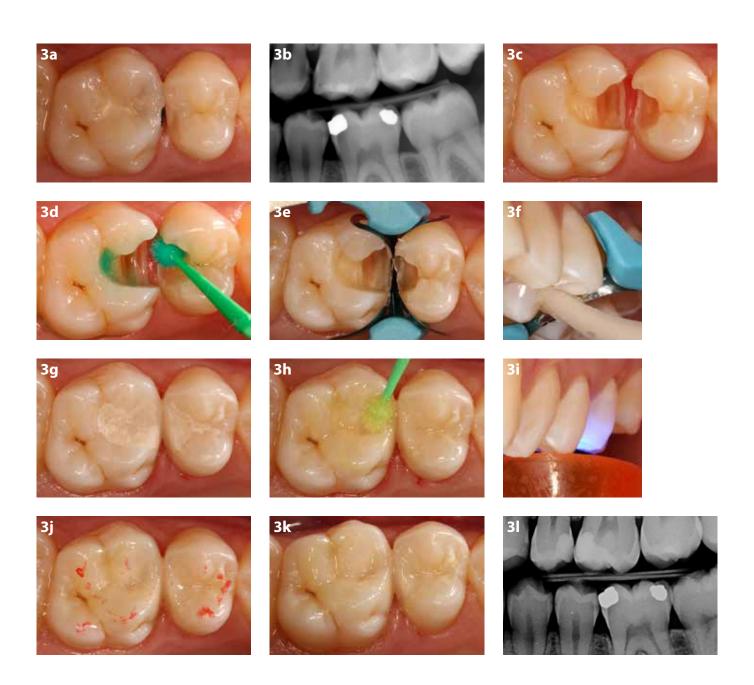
Behandlung des Zusammentreffens von proximalen kariösen Läsionen mit EQUIA Forte HT. a. Es ist eine klinische Ansicht von zwei benachbarten proximalen kariösen Läsionen mit Kavitation in einem oberen linken ersten Molaren und einem zweiten Prämolaren gezeigt. b. Bissflügel-Röntgenaufnahme proximaler kariöser Läsionen im oberen linken ersten Molaren und zweiten Prämolaren. c. Klinische Ansicht der Kavitäten nach Entfernung von Kariesläsionen. d. Anwendung von Cavity Conditioner. e. Platzierung des Teilmatrizensystems zur Herstellung der proximalen Kontakte. f. Einbringen von EQUIA Forte HT in die Kavitäten. g. Klinische Ansicht der Restauration nach Entfernen der Matrize und Polieren. h. Aufbringen von EQUIA Forte HT Coat auf die Restaurationsoberflächen. i. Lichthärtung von EQUIA Forte HT Coat. j. Okklusionsprüfung mit Artikulationsfolie. k. Klinische Ansichten der Restaurationen. I. Röntgenaufnahmen der Restaurationen.
